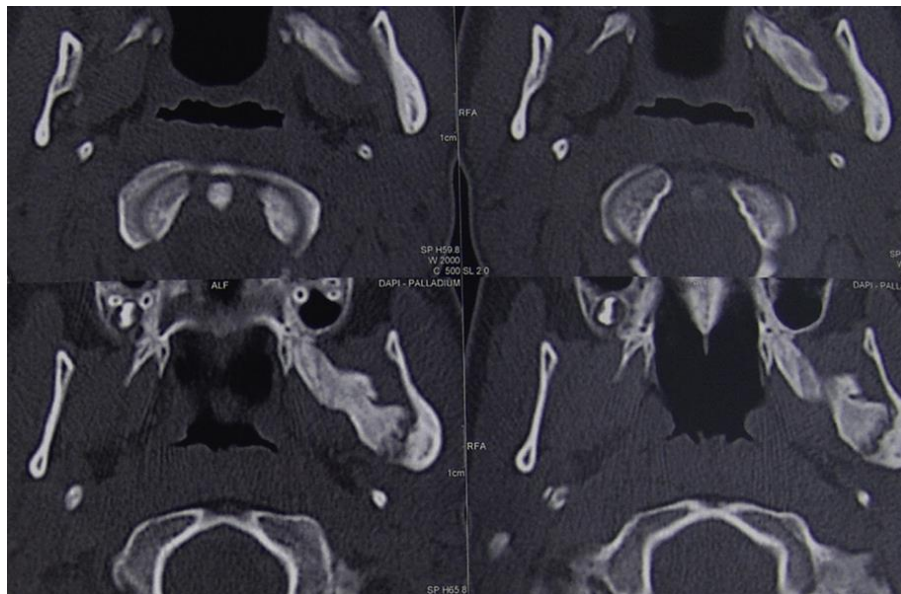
CBCT montrant une masse calcifiée au sein du ptérygoïdien latéral gauche(39)
